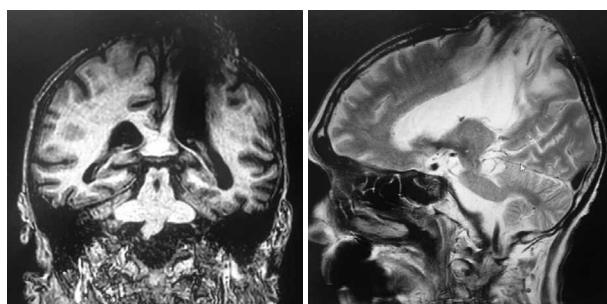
Клиническое наблюдение 1. Результаты MRT через три месяца после операции. T1-ВИ во фронтальной (а) и T2-ВИ в сагиттальной проекции (б). Отмечается дефект теменной кости, через который пролабирует мозговая ткань с выраженными послеоперационными кистозно-атрофическими изменениями.
